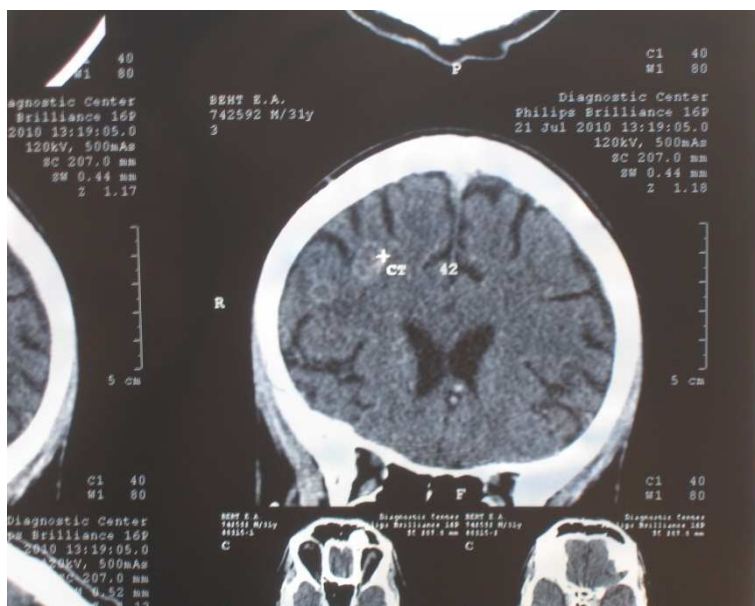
МСКТ головного мозга с внутривенным усилением омнипаком. В теменной доле справа определяются два гиподенсивных образования, с кольцевидным накоплением контраста по периферии и с умеренно выраженной зоной перифокального отека.
